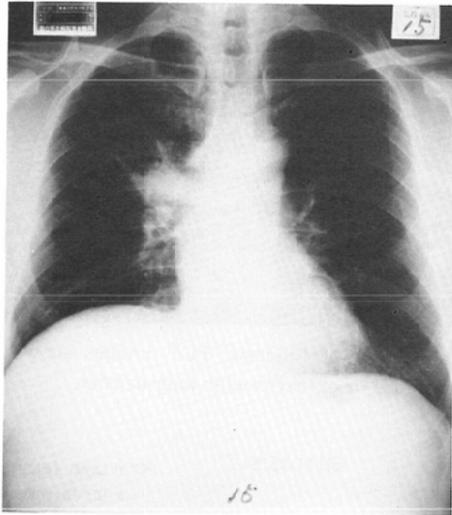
Case 2. Lung cancer. Chest radiography shows a right hilar mass.
